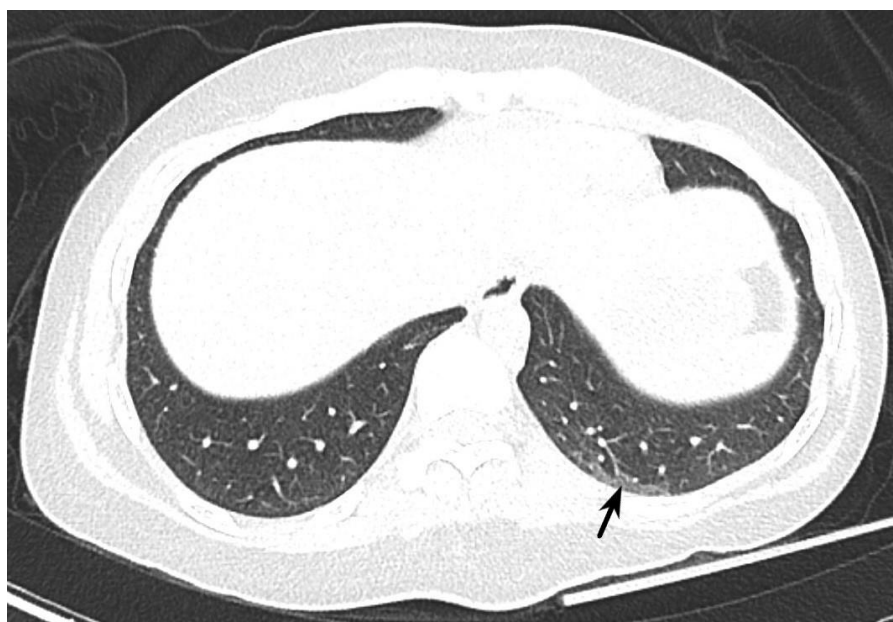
Chest CT in transverse plane. Area of fibrosis in posterior basal segment of the left lung (black arrow).
